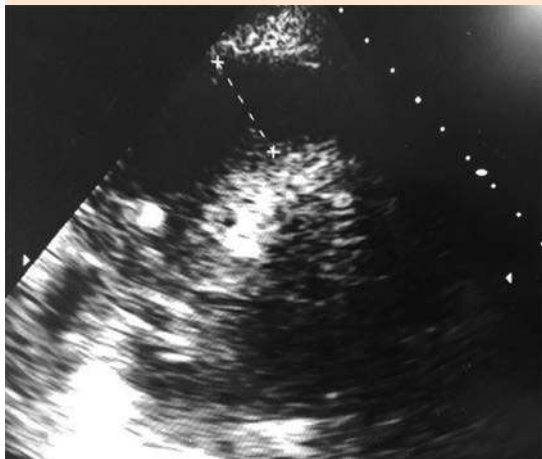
Ecocardiografía. Se observa gran derrame pericárdico.
